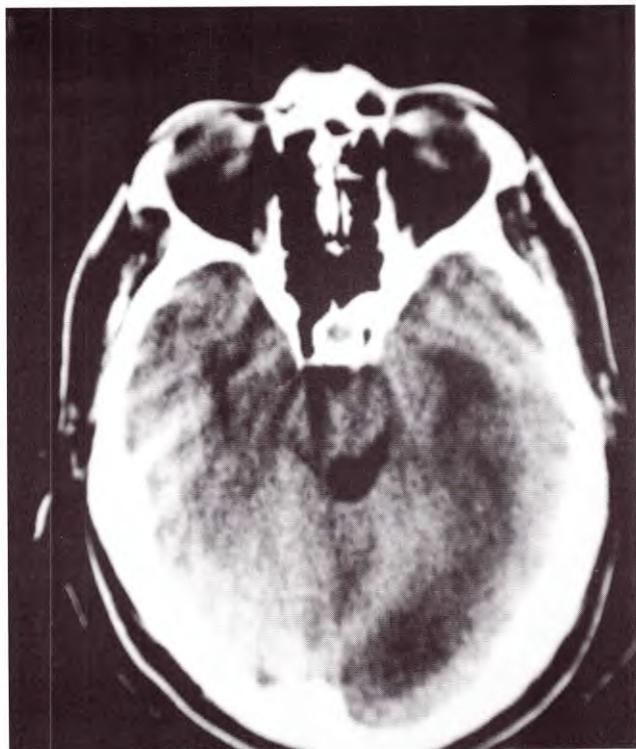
TAC de cráneo. Imagen hipodensa en lámina cuadrigeminal.
